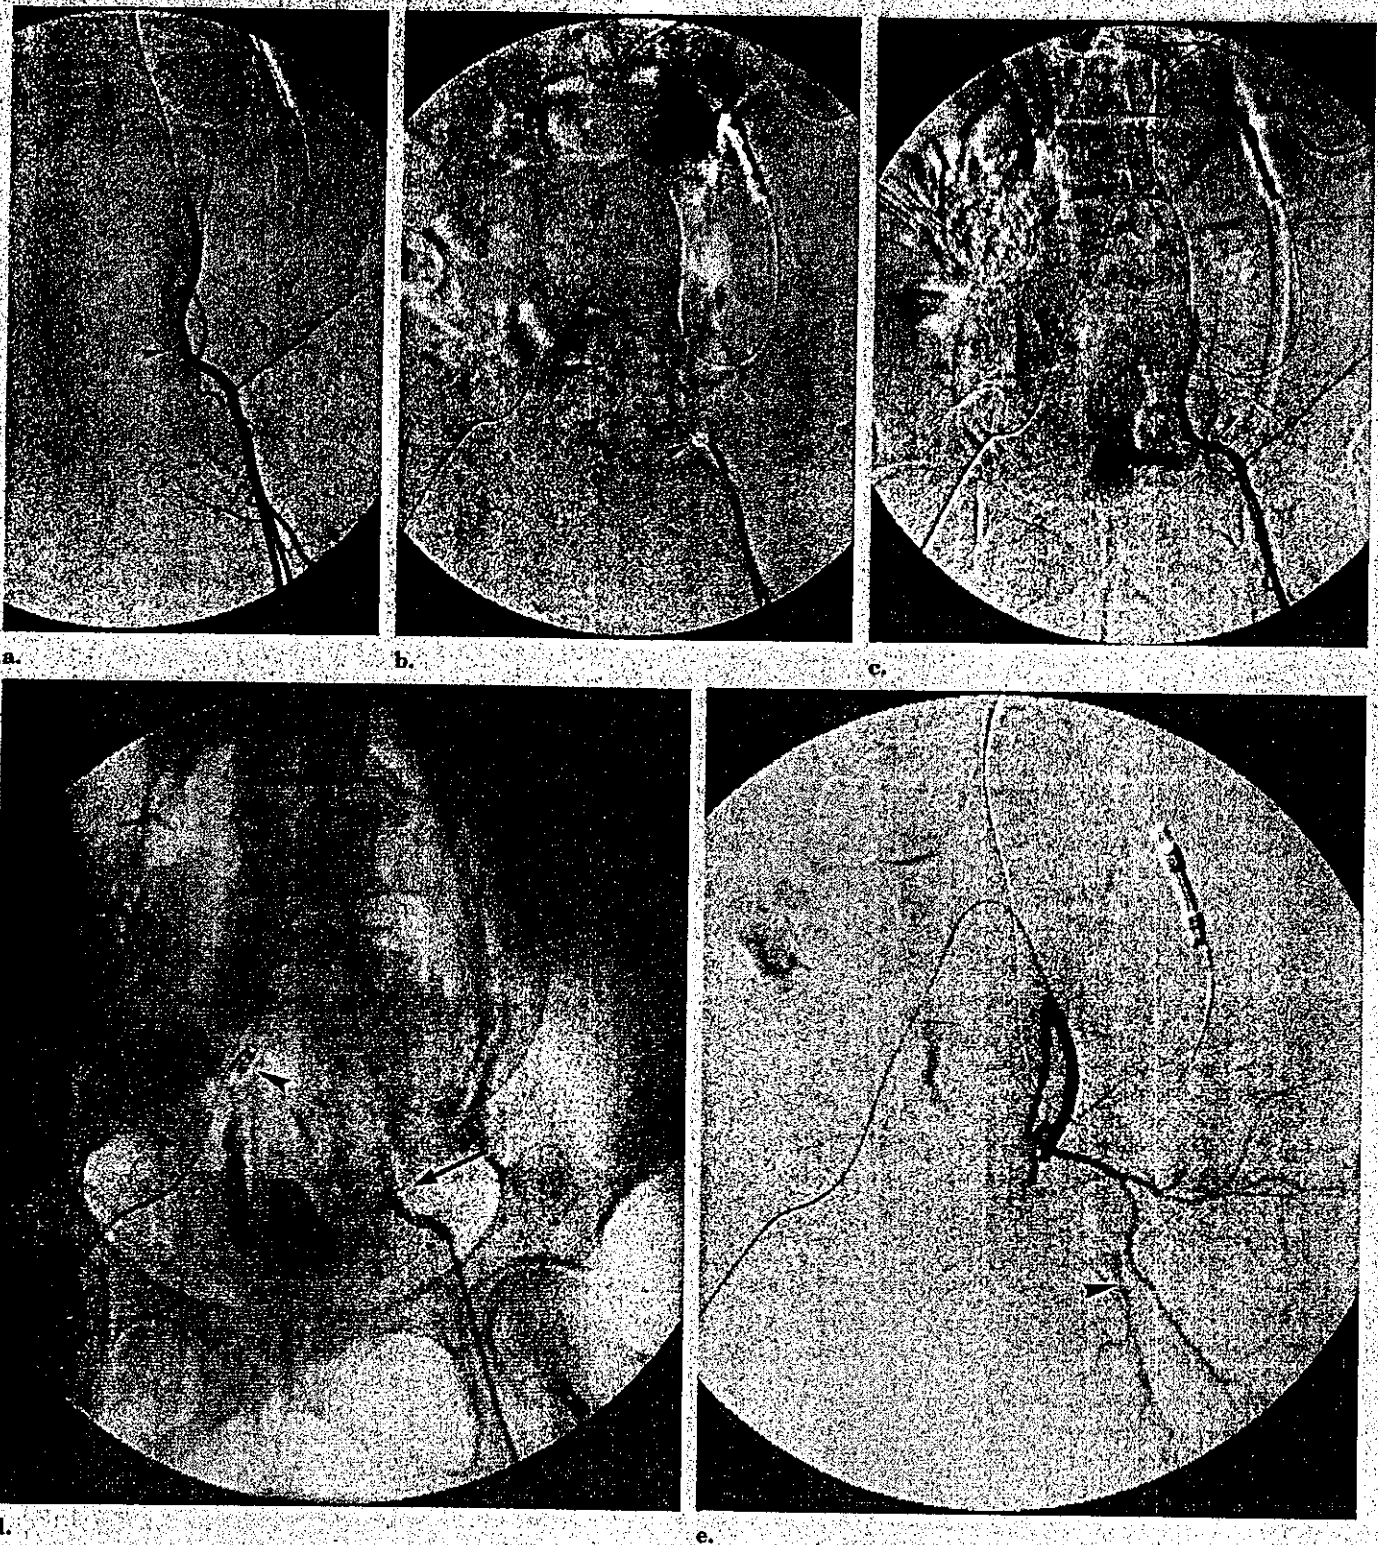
Images from a 65-year-old woman with left EIA hemorrhage complicated by postoperative abscess after total pelvic exenteration for local recurrence of rectal cancer. (a) Left EIA arteriogram through a catheter from the right femoral artery shows irregular dilation (arrowhead) without apparent extravasation in the distal portion of the left EIA. (b) A 5-F balloon catheter (arrowhead) inserted from the left femoral artery at a portion proximal to the origin of the left inferior epigastric artery is shown. (c) Left EIA arteriogram under balloon occlusion incompletely shows extravasation from the left EIA (arrowhead). (d) Radiograph shows embolization coils (arrow) placed in the left EIA. The right IIA was also embolized by coils (arrowhead). (e) Left common iliac arteriogram after embolization of the left EIA shows disappearance of extravasation from the left EIA and blood flow into the left femoral artery (arrowhead) via collaterals from branches of the left IIA.
